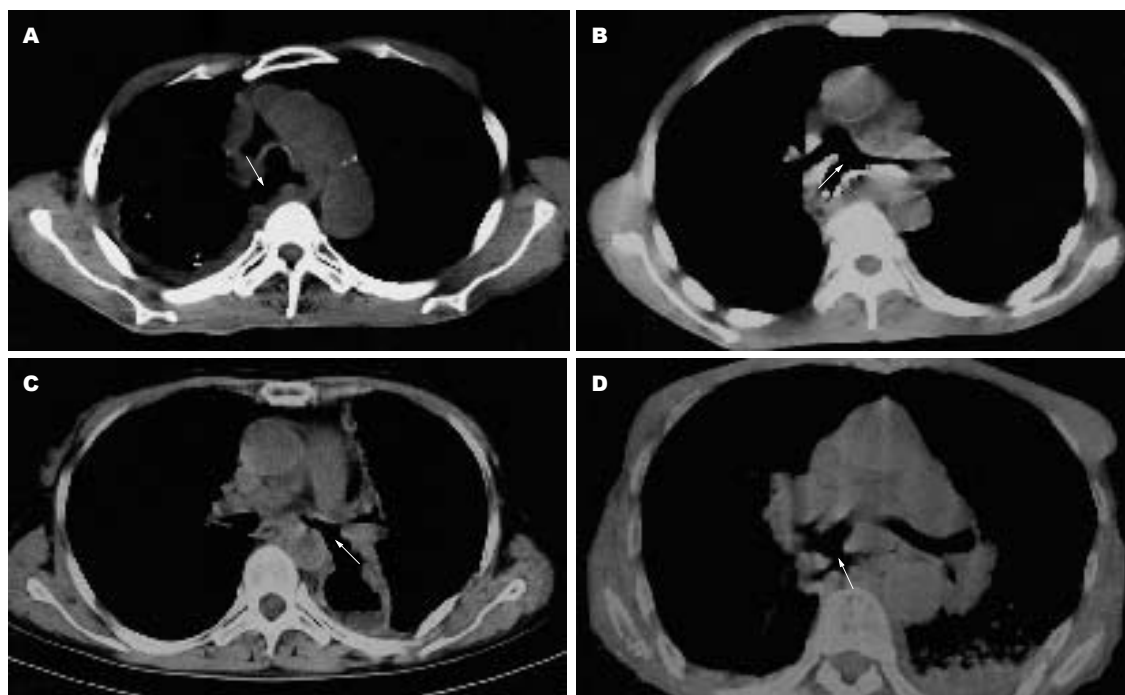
胸腔胃胸部螺旋CT表现. A: 气管瘘; B: 食管瘘; C: 左主支气管瘘; D: 右主支气管瘘.
